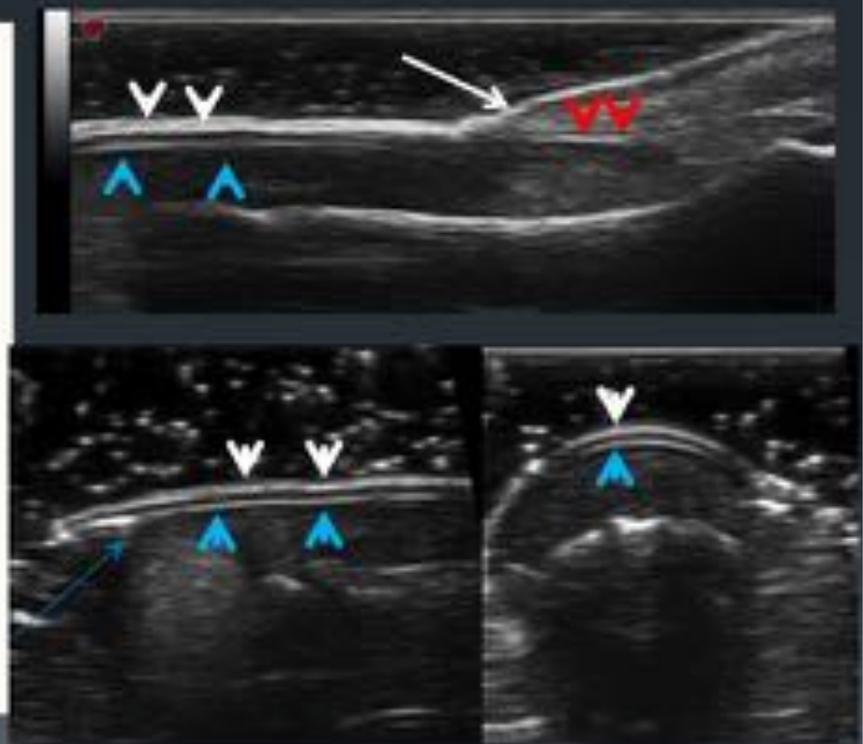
Ecografía de la uña normal
